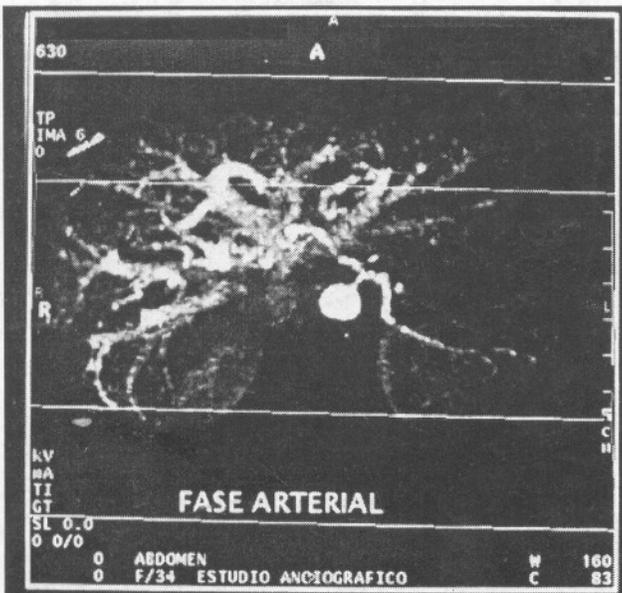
TAC helicoidal: fase arterial
